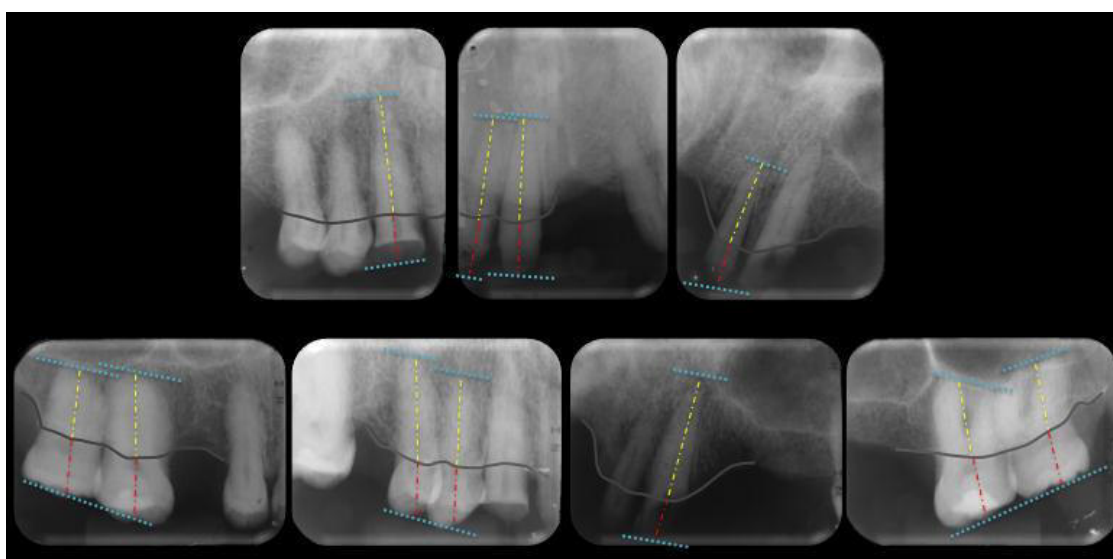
27 Radiografías Seriadas – Arcada Superior
